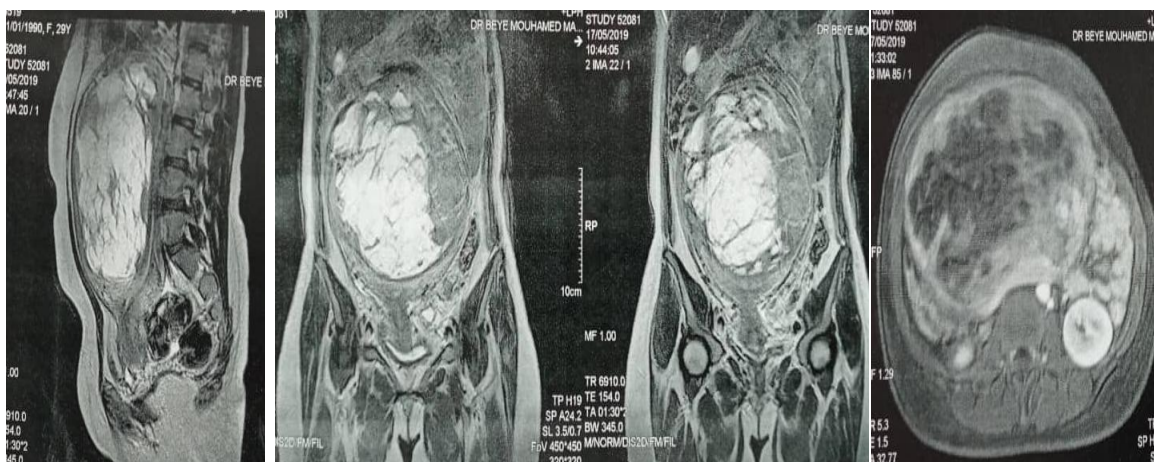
IRM abdomino-pelvienne objectivant une volumineuse masse intra murale utérine de 19 cm largement liquéfiée à limites nettes
